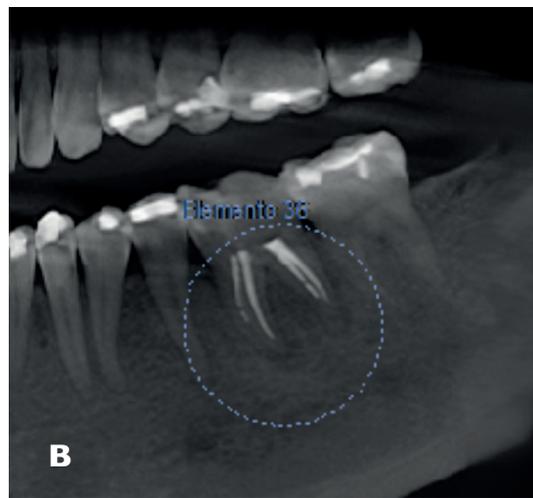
A- Radiografia periapical Inicial 1: B - Reconstrução panorâmica a partir da tomografia computadorizada (2018) 1: C- Panorâmica Inicial.
